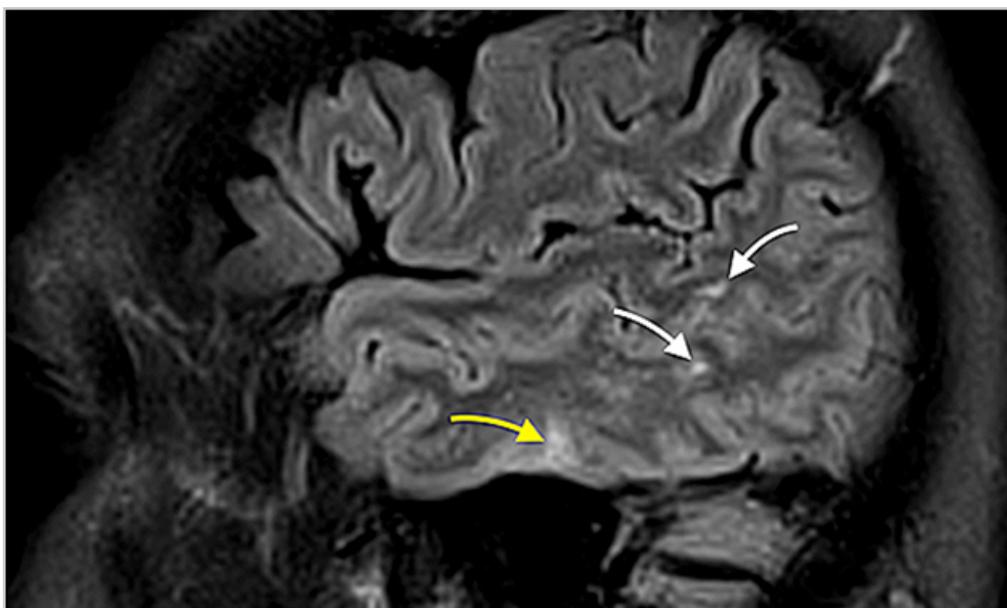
МР-томограммы; режим T2 FLAIR, сагиттальная плоскость, левая височная доля. Белыми стрелками обозначены субкортикальные очаги, желтой — корковый очаг
